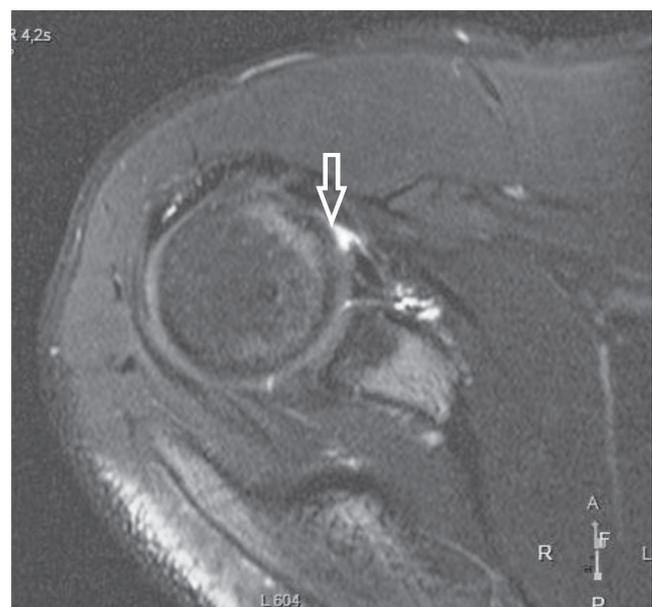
МРТ пациента Г. перед операцией (стрелкой обозначено повреждение капсулы в месте инсерции на головке плечевой кости).
